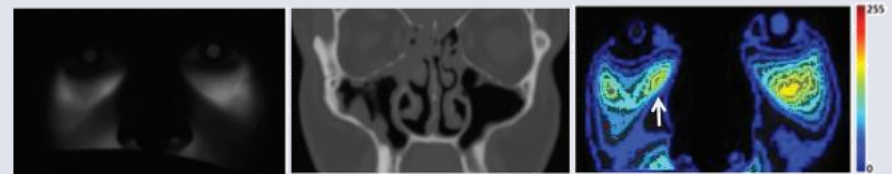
Chronic rhinosinusitis with mild sinus disease. Computed tomography shows slight thickening of mucous layer along the sinus wall in the right maxillary sinus. This slight asymmetry is visible in the contour near-infrared images with a loss of peak infraorbital intensity (arrow).
